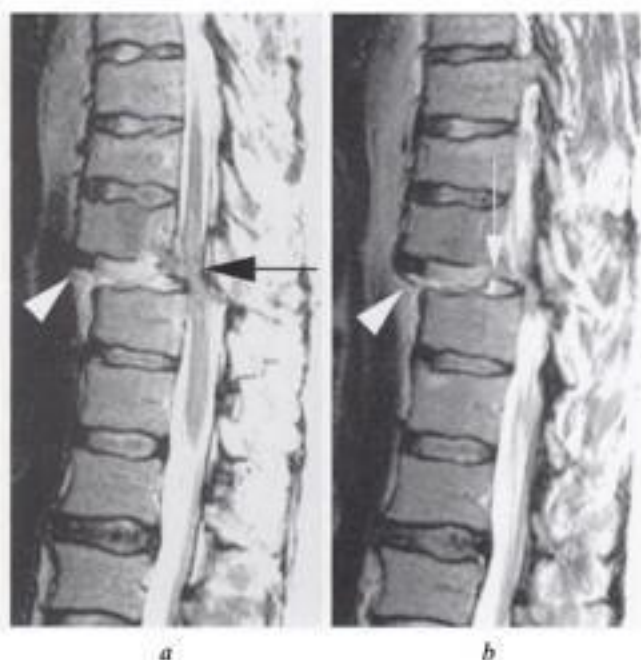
Rupture discale associée à une fracture-luxation de la charnière thoracolombaire. IRM, coupes sagittales T2 a) médiane et b) paramédiane : subluxation antérieure franche de la vertèbre sus-jacente au disque rompu, responsable d'une compression médullaire persistante (flèche noire en a). Rupture du ligament longitudinal antérieur, et désinsertion de l'anneau fibreux (têtes de flèches); hypersignal discal marqué, fracture de l'angle postéro-inférieur du corps vertébral (flèche blanche en b).
